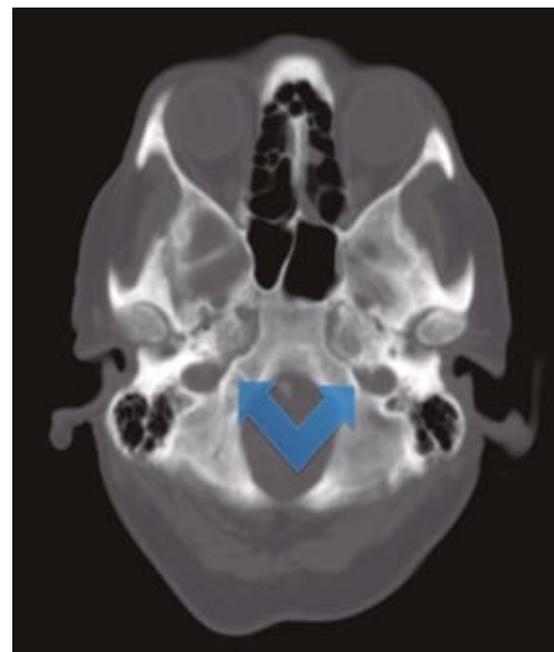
Tomografía, corte axial con ventana para hueso (flechas) muestra ambos canales carotídeos hipoplásicos.
